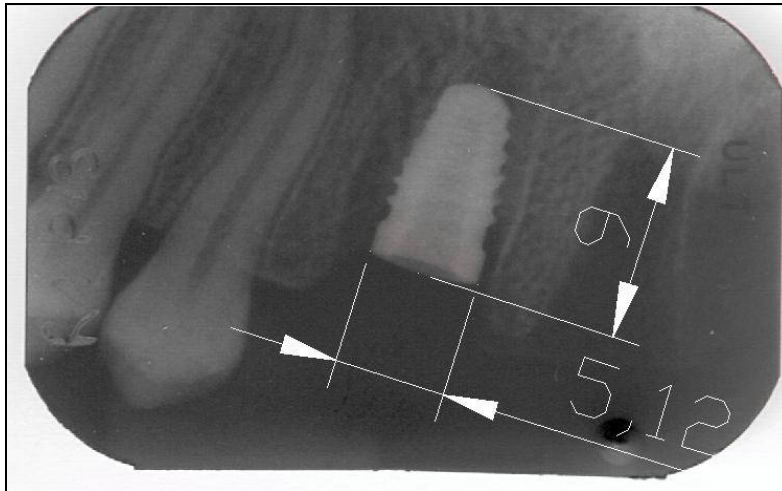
Radiografía medida con software Autocad®.
